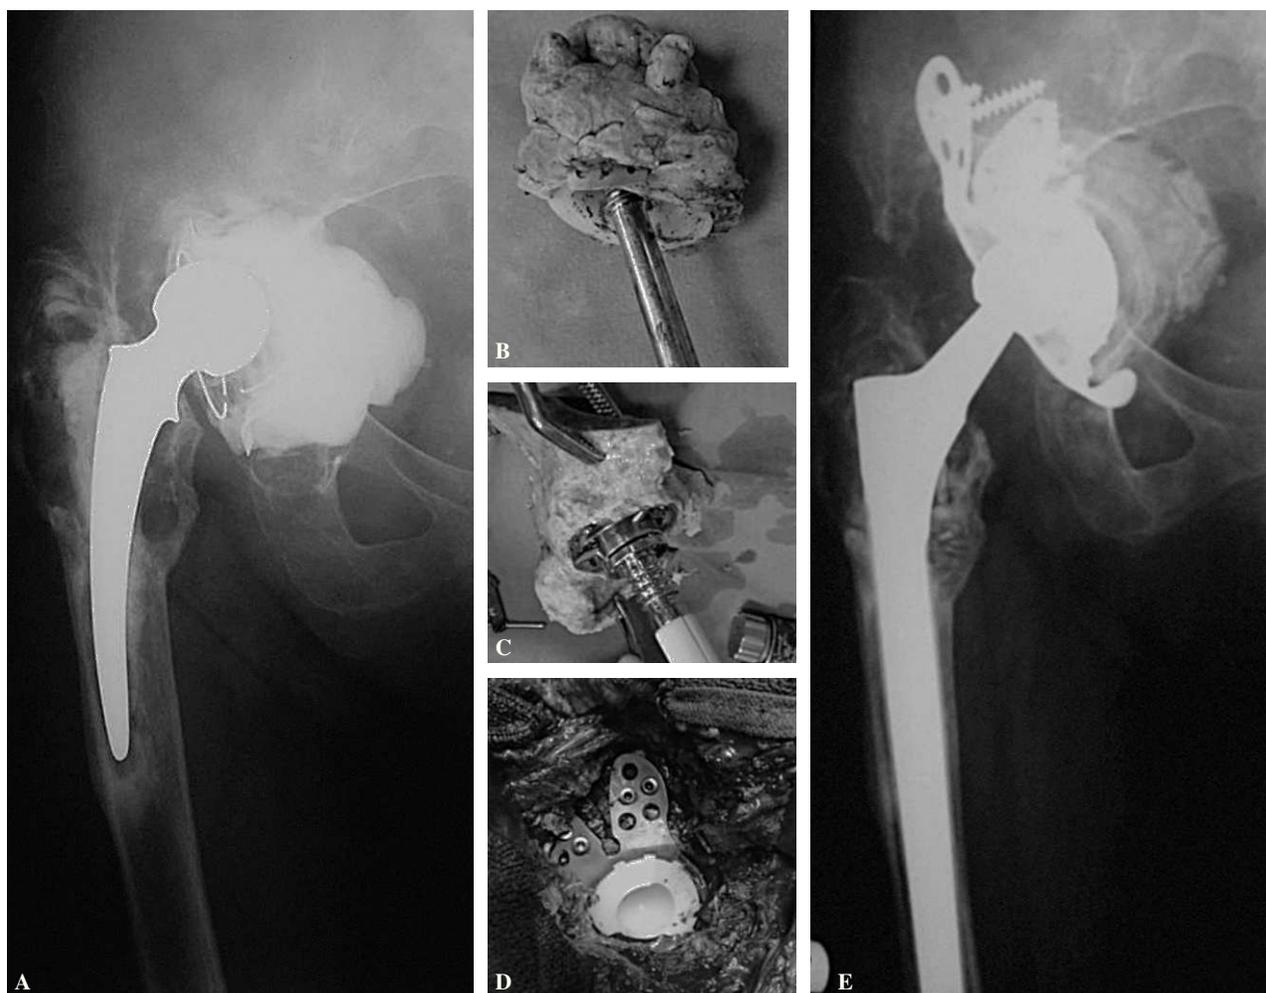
(A) Mujer de 65 años con aflojamiento y discontinuidad pélvica, portadora de un gran espaciador de cemento en situación intrapelviana. Desde el punto de vista radiológico se aprecia fractura visible a través de las líneas columnares, afectación de la línea de Köhler y migración craneal del centro de rotación de la cadera. (B) Aspecto del cemento extraído. (C) Preparación del aloinjerto estructural. (D) Aspecto intraoperatorio de la sujeción superior de la caja de Wagner (Zimmer®). (E) Radiografía anteroposterior tras 6 meses de seguimiento.
